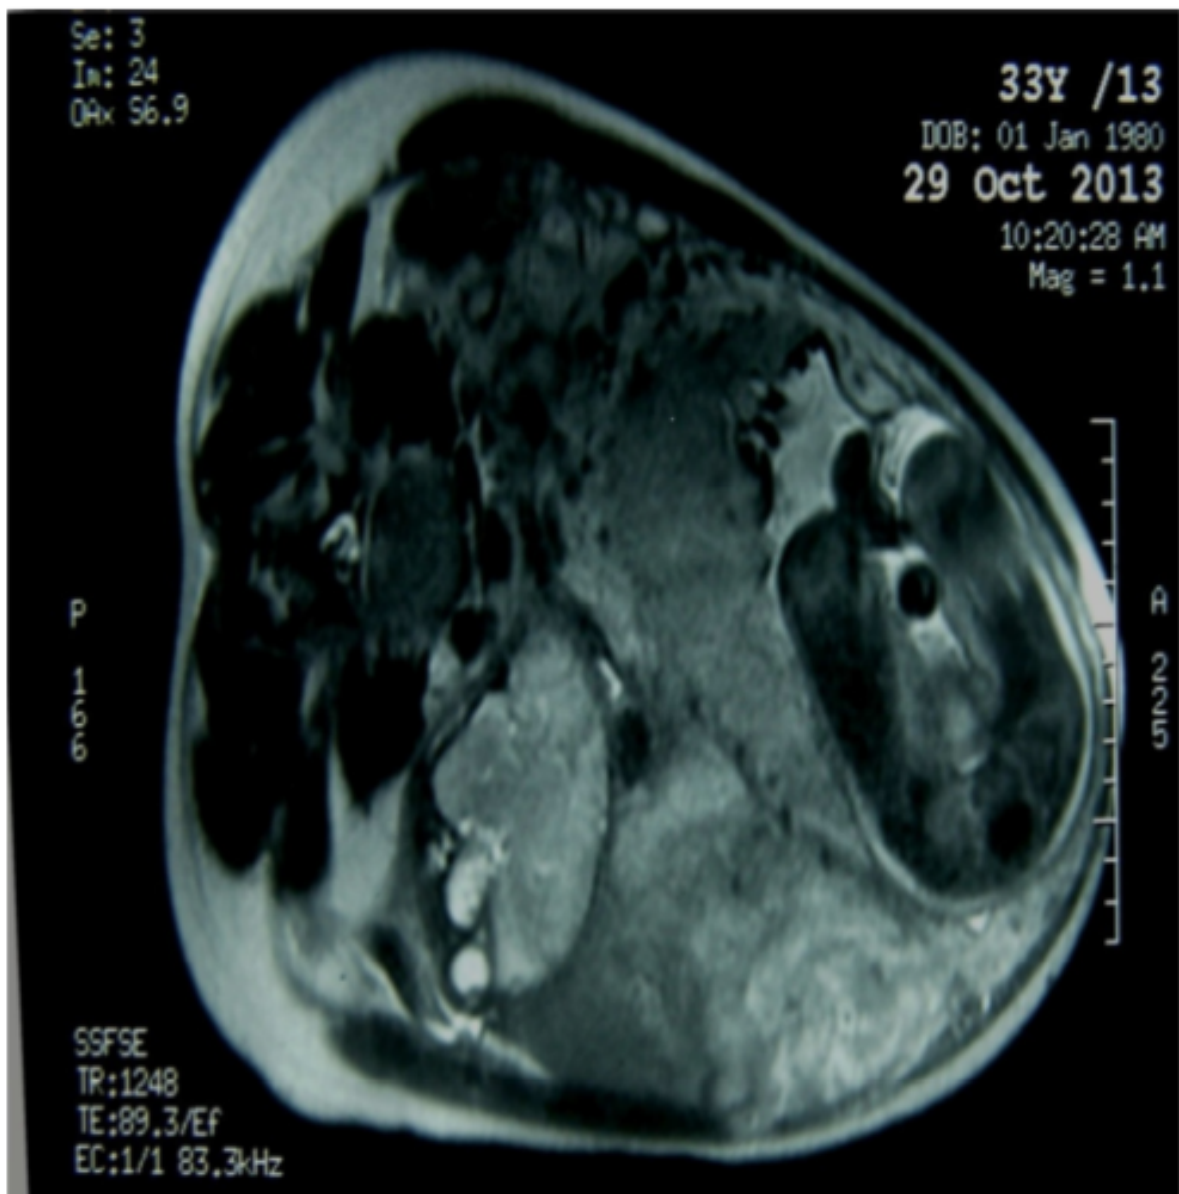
IRM abdomino-pelvienne à 32 SA montrant le fœtus ectopique et ses rapports placentaires avec les viscères (coupe transversale).
